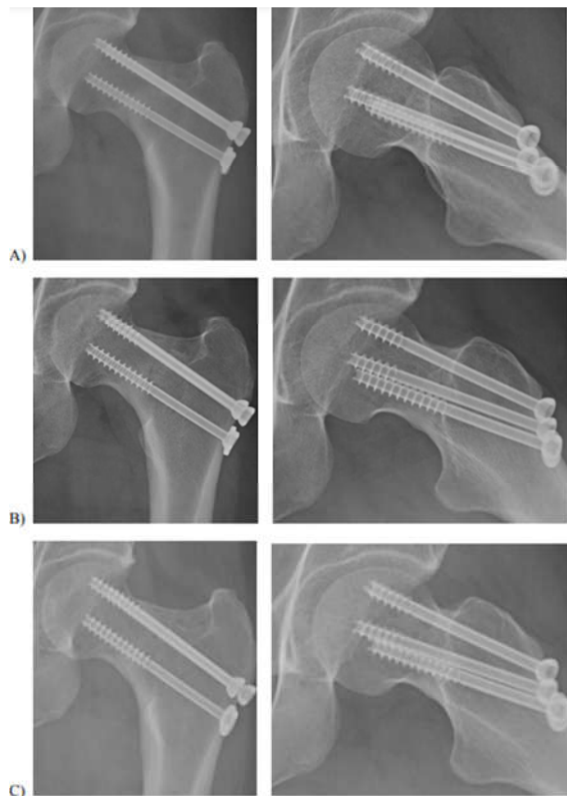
sucesivos controles postoperatorios mediante radiografía simple de fémur de la paciente. A) control al mes. B) control a los 3 meses. C) control a los 5 meses.
